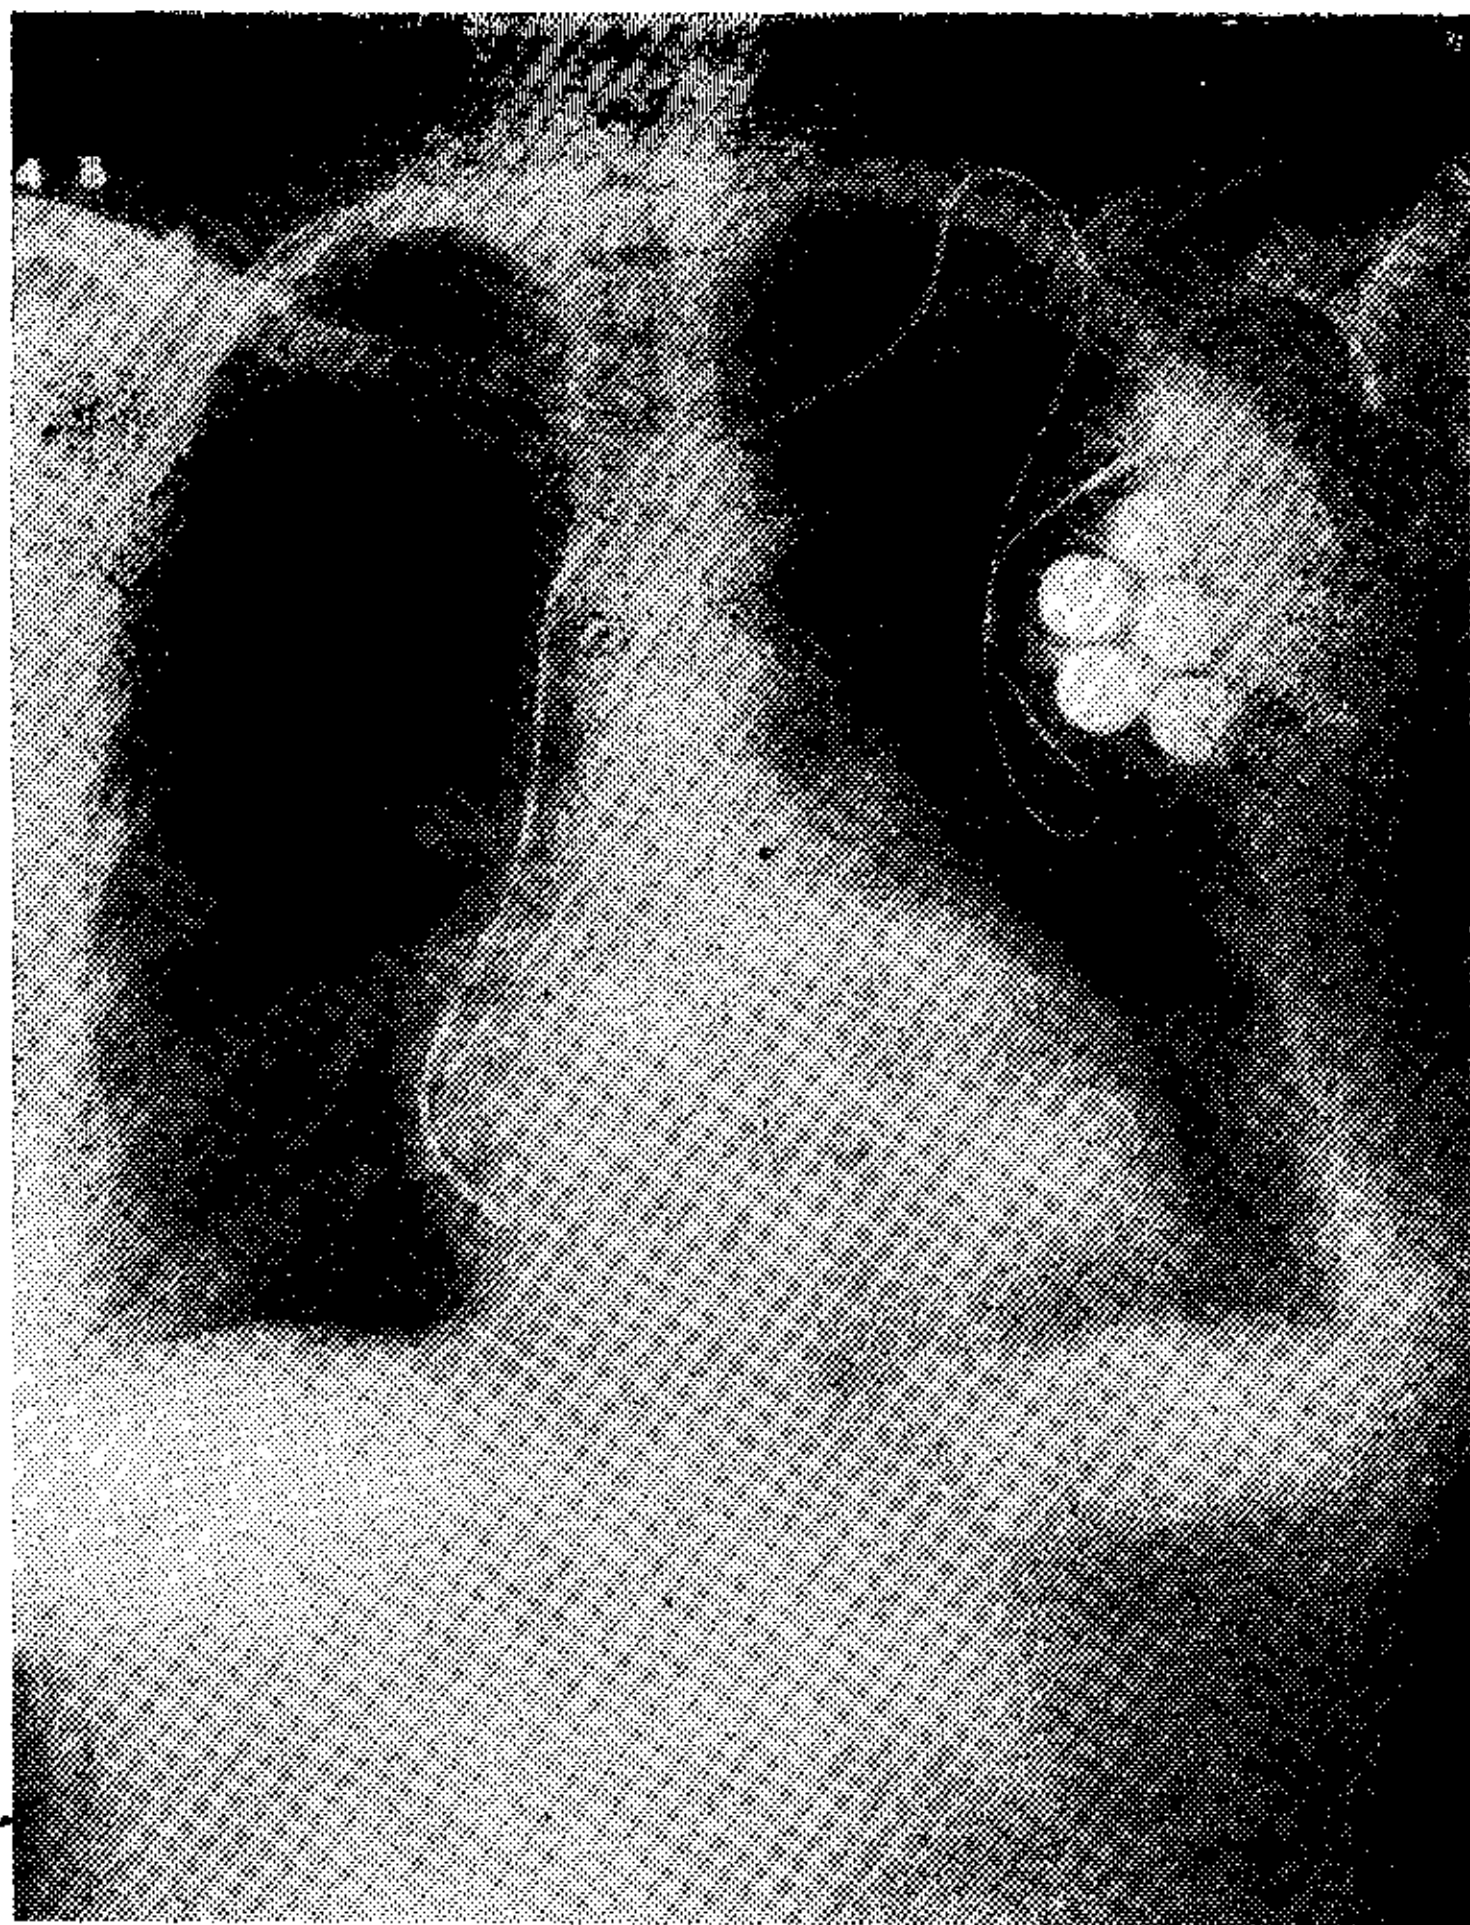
Radiografía de frente mostrando el catéter ubicado profundamente en la punta de la silueta cardíaca.
